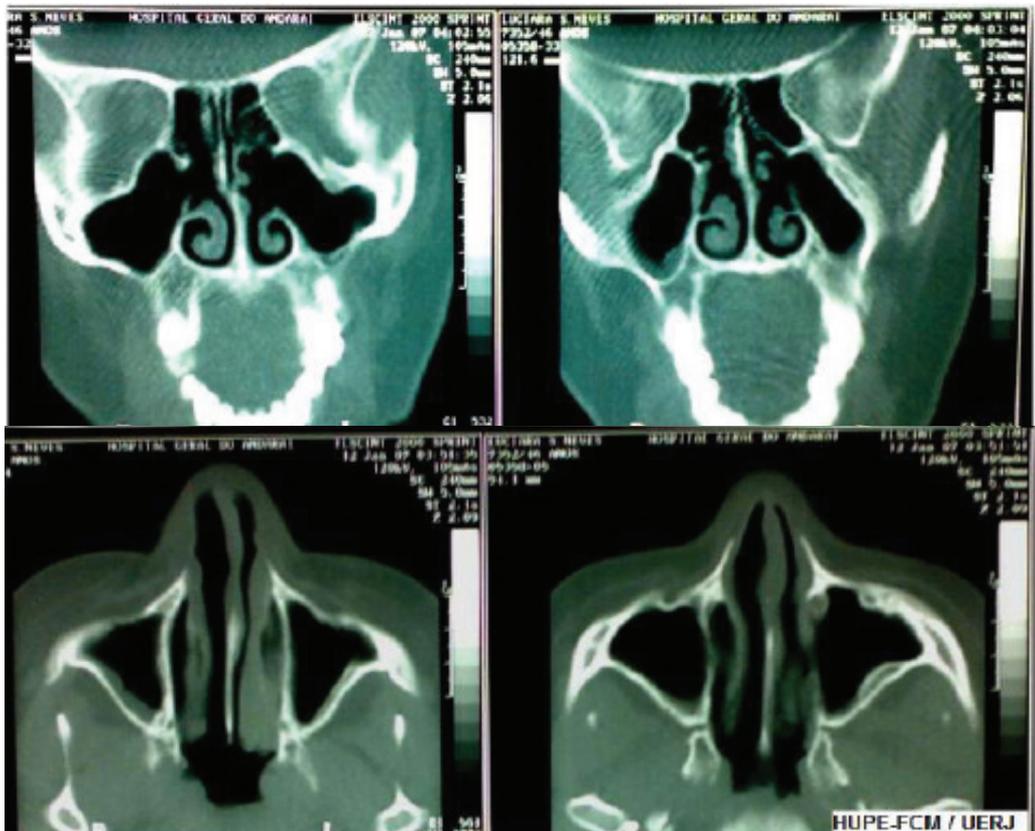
TC DE SEIOS DA FACE EM 2007 (SETOR DE ALERGIA E IMUNOLOGIA - HUPE/UERJ).
